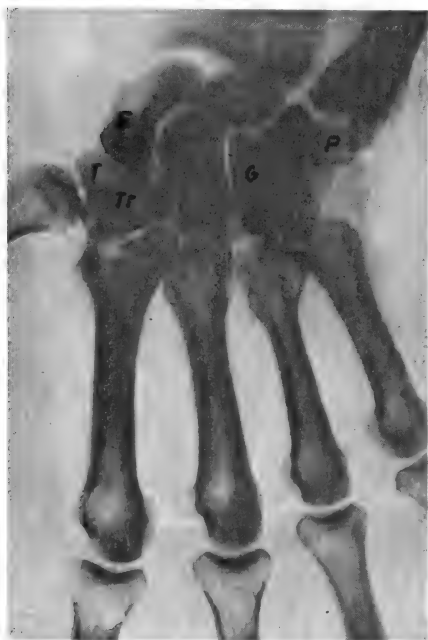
El esqueleto de la mano de frente muestra en radiología una mayor densidad ante la tuberosidad del escafoides (E), del trapezio (T), así como del gancho (G) y del pisiforme (P). Este último, en la radiografía, no ha quedado tan superpuesto. Existe habitualmente la superposición del trapezoides (Tr), difícil de delimitar, debiendo de lograrse ayudándose con otras posturas radiológicas.
